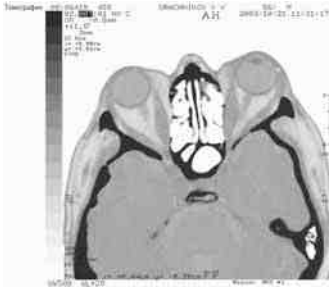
КТ орбит в аксиальной проекции у больного с компрессионной нейропатией зрительного нерва
